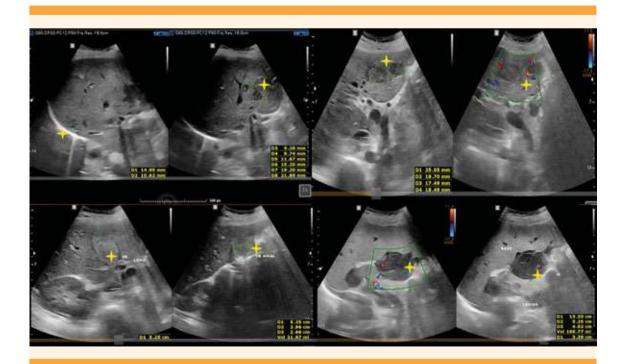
Ultrasonido de hígado y bazo donde se marcan las lesiones encontradas sugerentes de tumoración.
